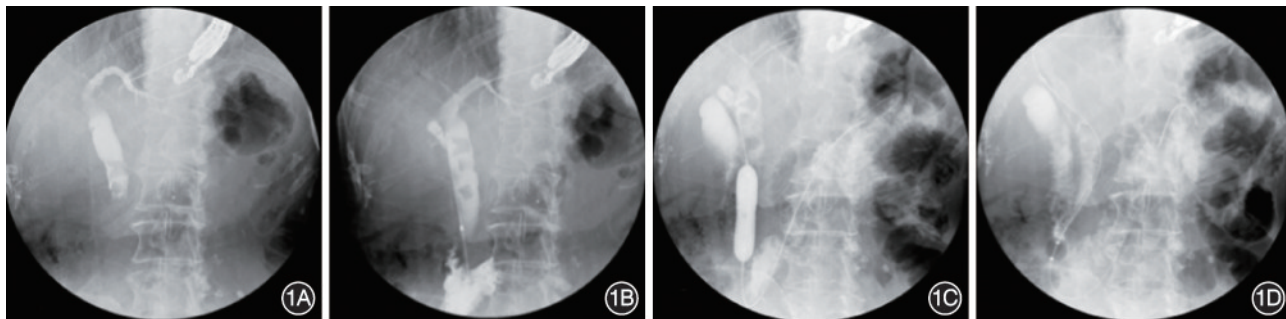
超声内镜引导顺行取石治疗胃肠改道术后胆管结石 1A:19 G 穿刺针穿刺扩张的胆管,注射造影剂胆管显影;1B:胆管造影见胆管结石;1C:内镜下顺行十二指肠乳头扩张;1D:回撤取石球囊取石
